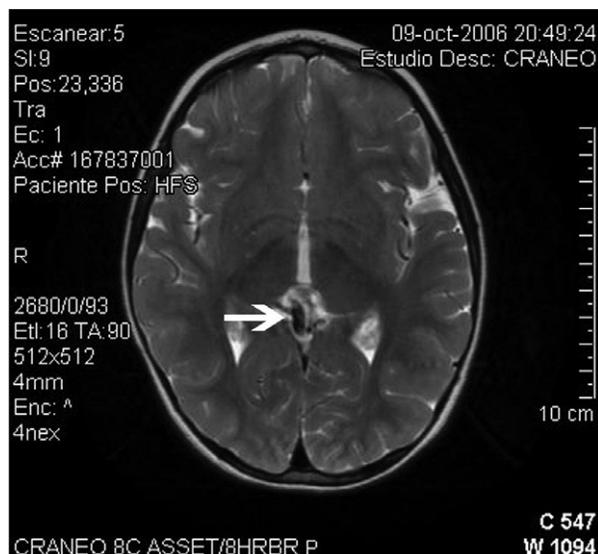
Corte axial de resonancia magnética craneal. Visualización de un quiste de la glándula pineal (flecha).
